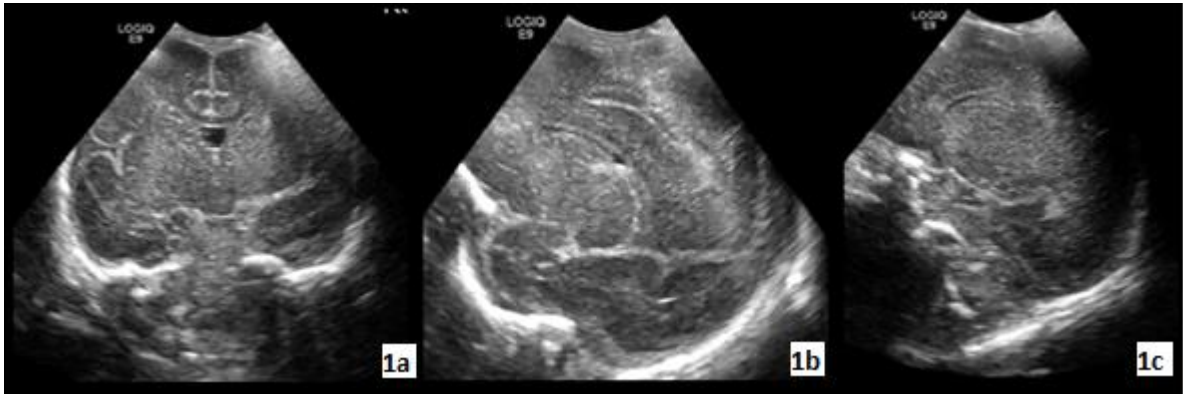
Ultrasonido: Transfontanelar. (1a) Corte coronal de ecografía transfontanelar en la que se observa lóbulos temporales, frontales, tálamo, ventrículos laterales, cavum vergae de características habituales. (1b) Corte para sagital derecho en la que se observa ventrículo lateral, tálamo, surco caudotalamico, lóbulo temporal y frontal de características normales. (1c) Corte para sagital izquierdo en la que se observa ventrículo lateral, tálamo, surco caudotalamico, lóbulo temporal y frontal de características normales.
